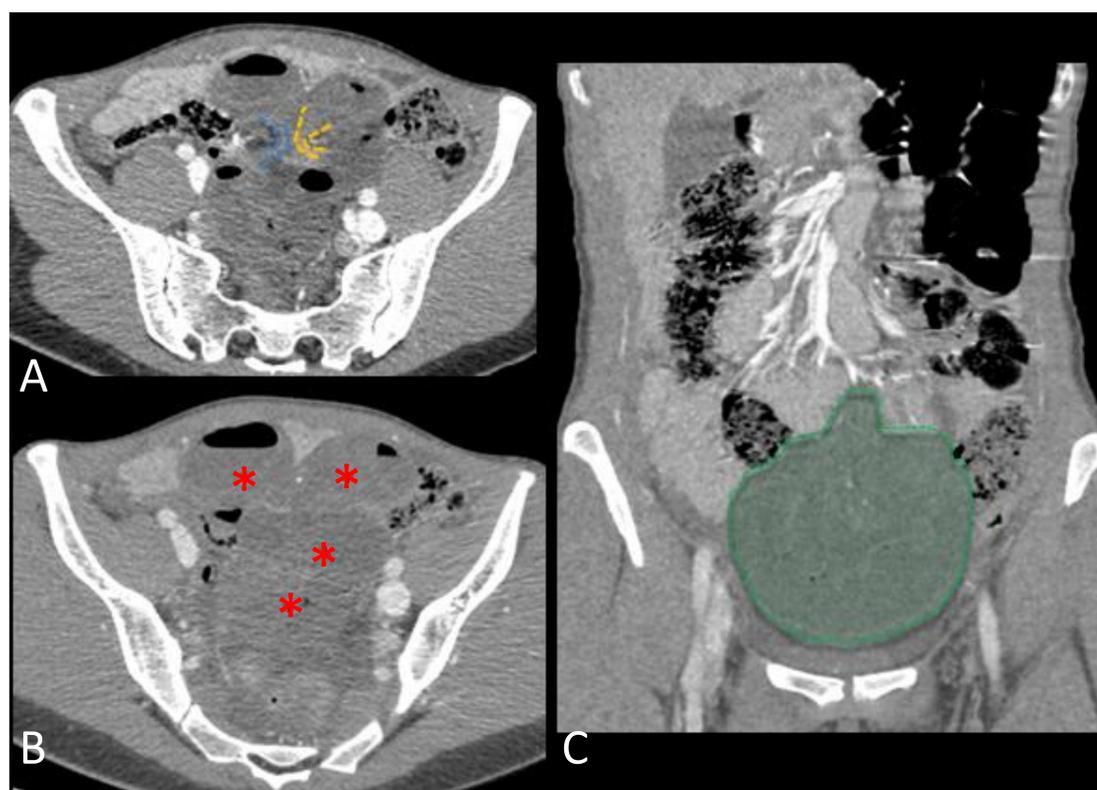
A,B) TAC abdominopélvica con contraste, C) Reconstrucción coronal. Marcada dilatación de asas de intestino delgado en hipogastrio con imagen de doble cambio de calibre (líneas azul y amarilla) en relación con obstrucción en asa cerrada. Encapsulación de asas en pelvis (saco verde). Líquido libre en pelvis e hiporreálce de la pared de las asas afectadas (asteriscos rojos), en relación con datos de sufrimiento de asa. En la intervención se objetivó una obstrucción intestinal en asa cerrada secundaria a hernia interna, objetivando un ojal a nivel del mesenterio del íleon.
